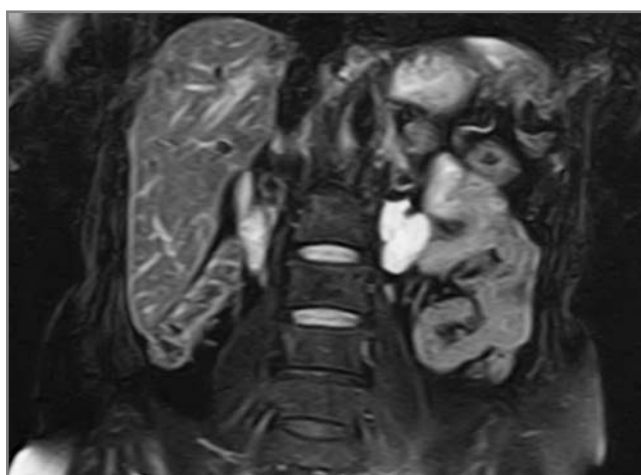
ГТПЖ. МРТ, T2ВИ с подавлением сигнала от жировой ткани, аксиальный срез: aberrантная ткань гиперинтенсивна, имеет дольчатую макроструктуру, протоки (указаны стрелкой).
